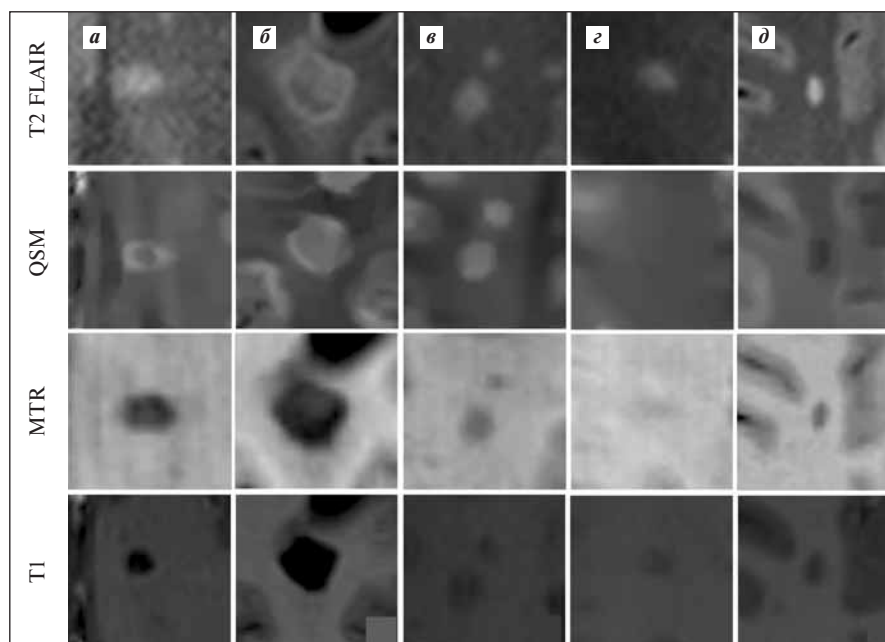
Визуализация очагов демиелинизации в режиме T2 FLAIR (верхний ряд), на карте QSM (второй ряд сверху), на карте MTR (второй ряд снизу), в режиме T1 MPAGE (нижний ряд). Различные паттерны распределения железа в очагах демиелинизации по данным QSM (а–д): а, б — гиперинтенсивные очаги типа rim+ с кольцевидным (по ободку) распределением железа; в — гиперинтенсивные очаги типа rim- с гомогенным распределением железа; г — очаги, не визуализируемые (изоинтенсивные) на карте QSM (non-visible) по сравнению с T2 FLAIR; д — гипоинтенсивные очаги (negative)
